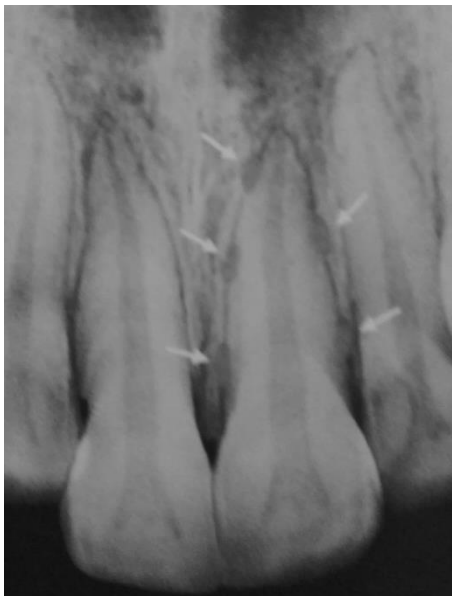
Radiografía de pieza con reabsorción inflamatoria. Tomada de Andreasen y col. (2).
